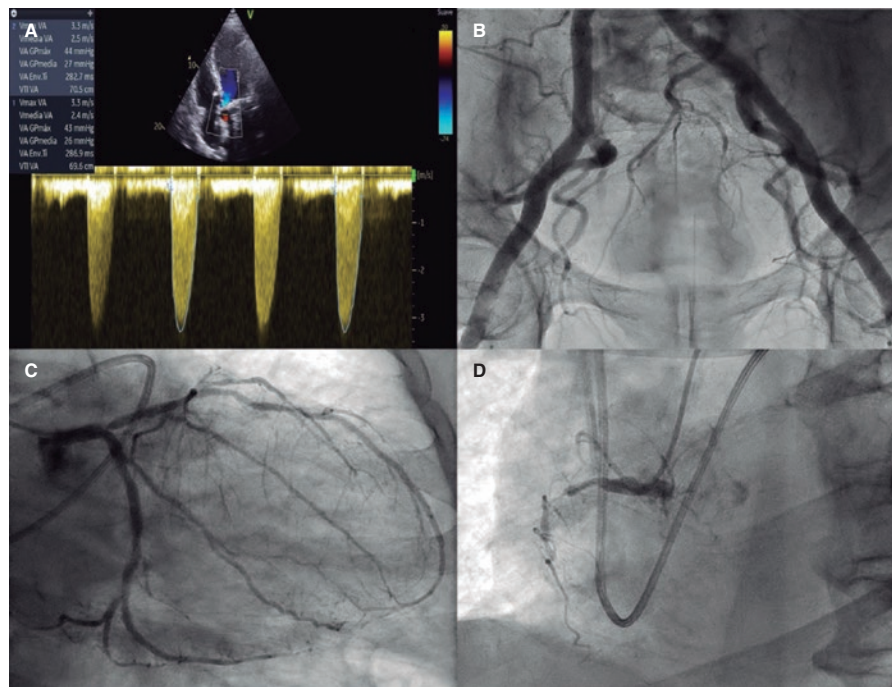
A: Doppler continuo a nivel de la válvula aórtica. B: angiografía femoral. C: lesión significativa en la arteria descendente anterior ostial con flujo TIMI 3 distal y sin datos sugestivos de complicación. D: Oclusión crónica total de la arteria coronaria derecha.
